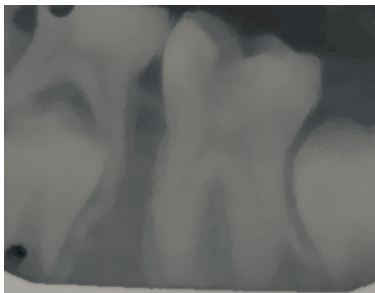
Radiografía Ortoradial OD 3.6.
